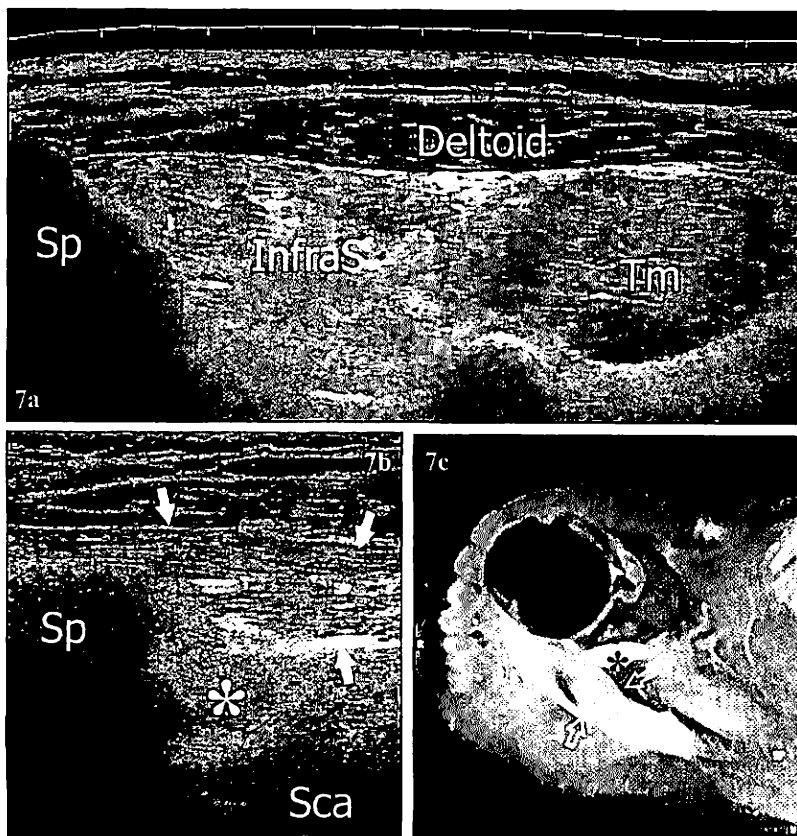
Compression de nerf de suprascapulaire dans la fossette spino-glénoïdienne. 7a coupe sagittale 12-5MHz obtenue dans la fosse sous-épineuse montrant le muscle infraspinatus hyperéchogène (InfraS), tandis que le muscle Teres mineur (Tm) présente un aspect normal. Sp : épine de l'omoplate. 7b coupe sagittale 12-5MHz obtenue sur la fossette spino-glénoïdienne 7c la corrélation IRM axial T2 montre une petite formation kystique (astérisque) inférieure à l'épine de l'omoplate (Sp), en profondeur par rapport à l'infraspinatus (flèches) : kyste synovial
